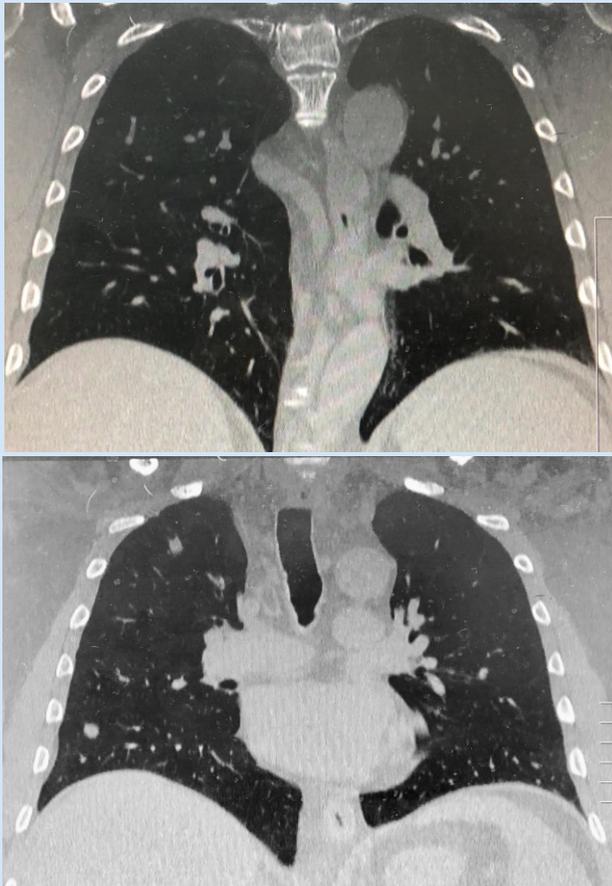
Corte coronal de tomografía de tórax posterior al tratamiento.
